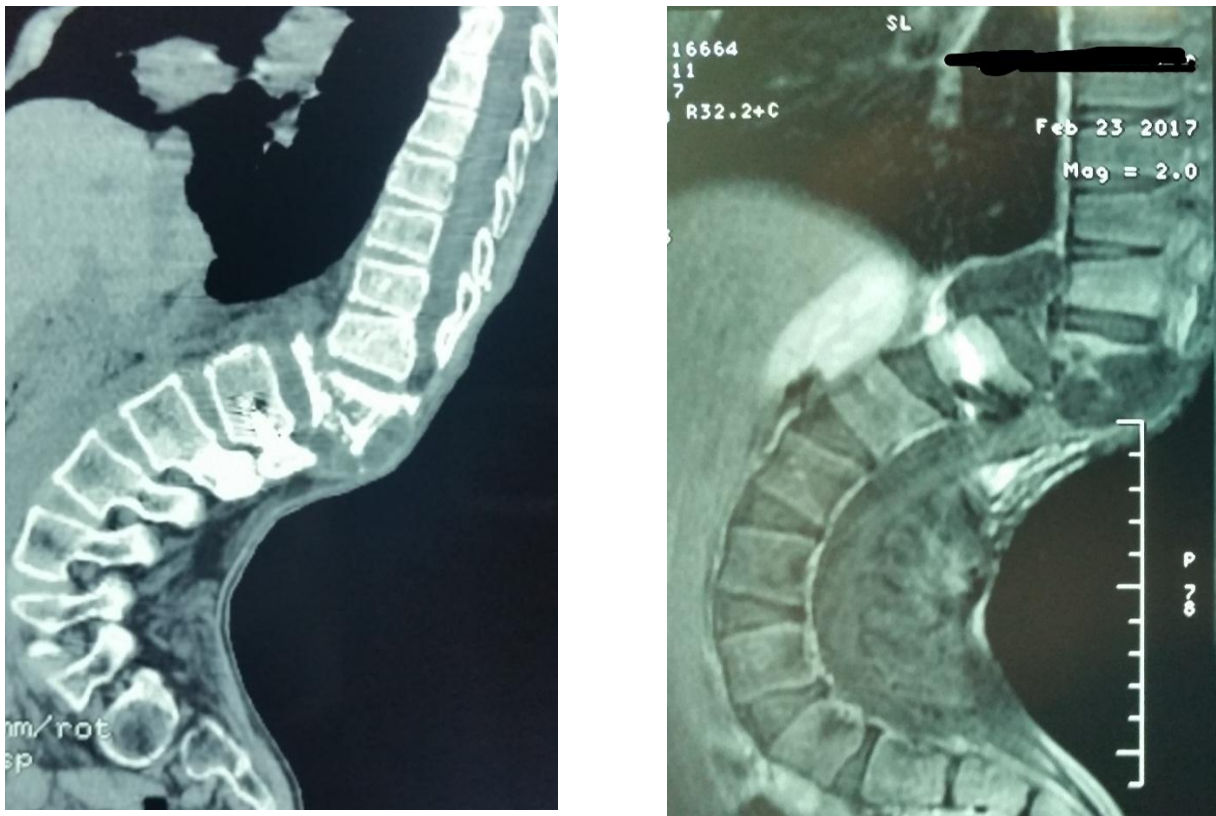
Cyphose angulaire sévère, sur un scanner en coupe sagittale (à gauche) et sur l'IRM en reconstruction sagittale (image de droite)
